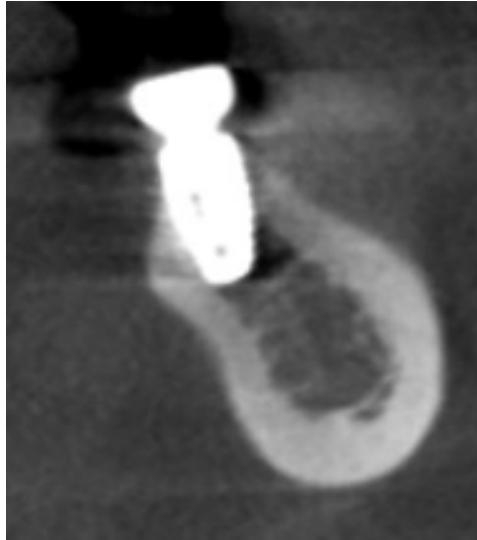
Coupe de cone beam dans le plan frontal d'une branche horizontale gauche de la mandibule illustrant la concavité mandibulaire en regard d'un implant en place de 37 (images obtenues dans le service d'odontologie du CHU de Lille).
